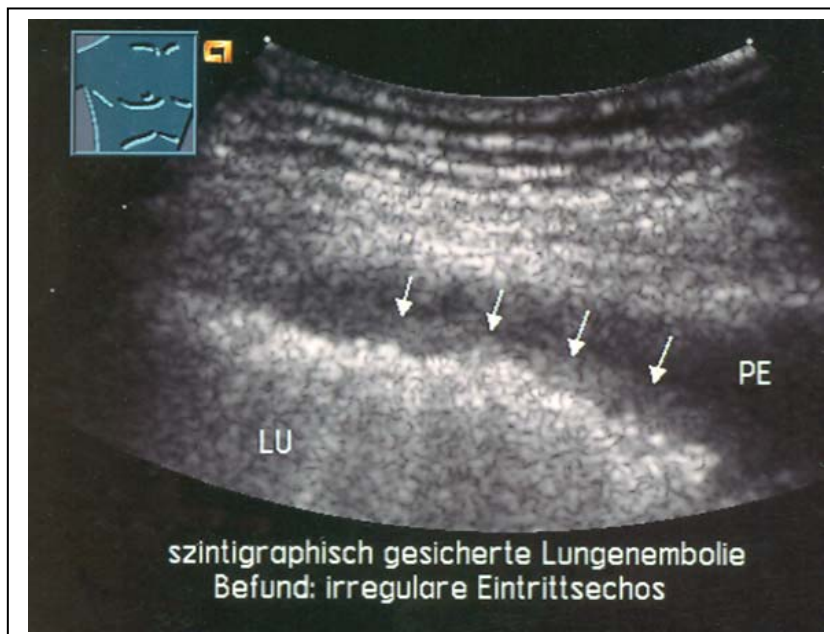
linkes Bild: Darstellung einer lokalen irregulären Unterbrechung des „Pleuralen Reflexbandes“ durch Hämorrhagie/Alveolarinsudation. Rechtes Bild: Durchblutungsstopp in der Duplexsonographie (s. auch 8.1 Bildanhang)
